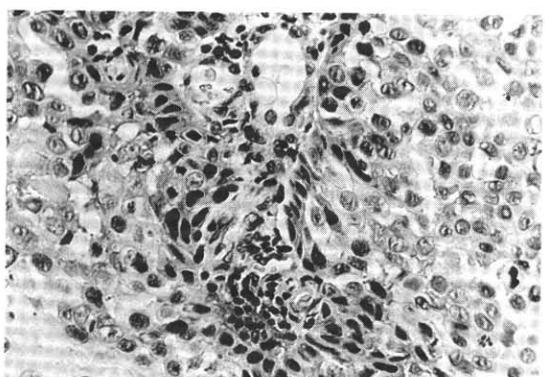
Percutaneous transthoracic needle biopsy, Adenocarcinoma of the lung: The microphotograph shows that some tumor cells reveal signet ring cell-like appearance.
